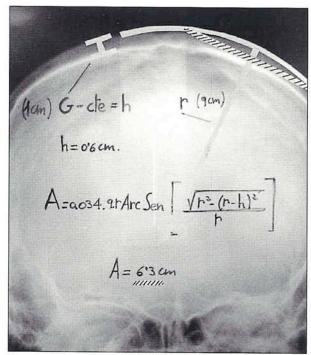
Se muestra el cálculo habitual que se realiza sobre la telerradiografía. En este caso la anchura del injerto era de 6 cm.
